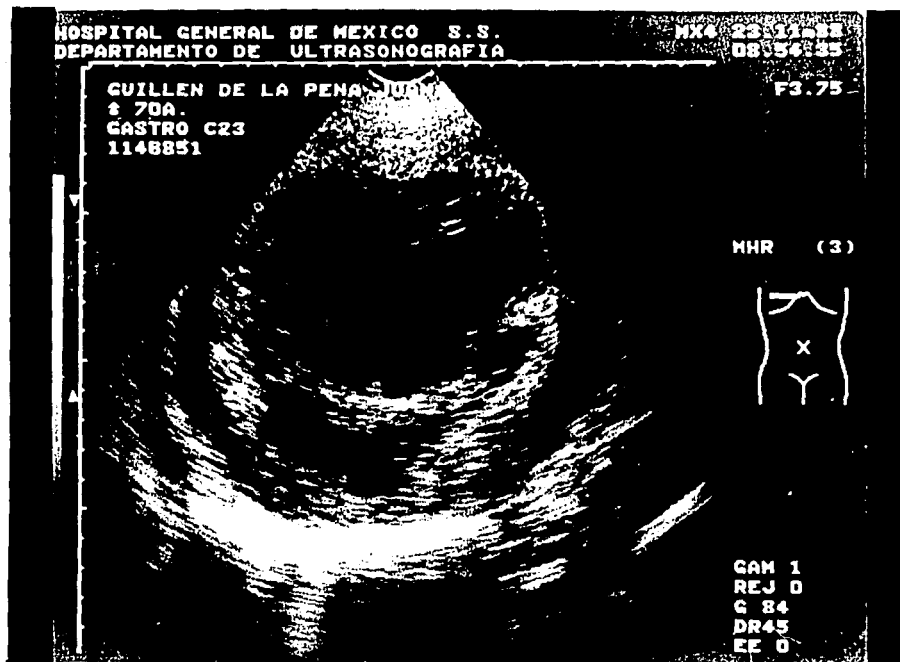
Ultrasonido hepático muestra absceso de etiología amibiana en el lóbulo derecho en etapa aguda.
